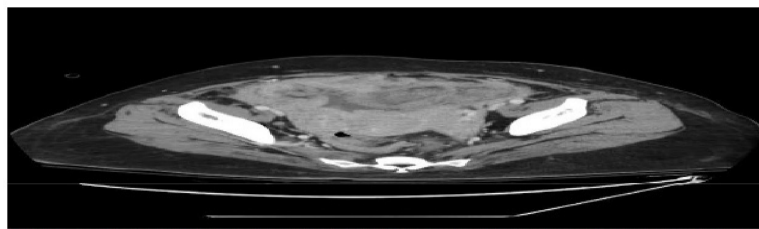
Abdominal and Pelvic CT showed irregular peritoneal thickening and omental infiltration and enhancing soft tissue density in both adnexa.
